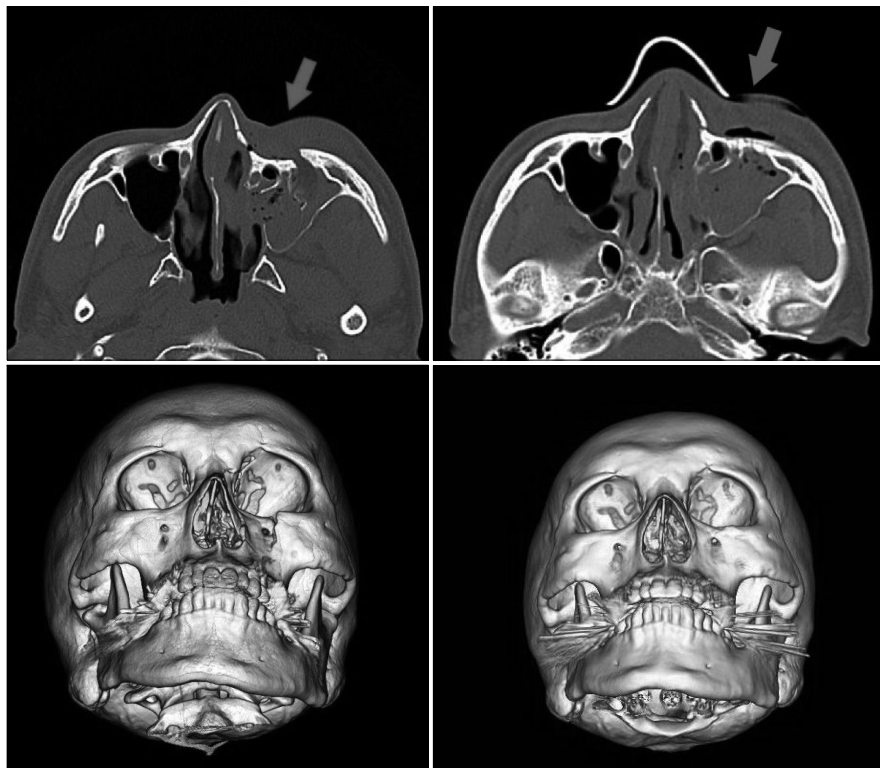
Case 1. (Above, left and Below, left) Preoperative and (Above, right and Below, right) postoperative facial bone CT shows well-reduced frontal process of maxilla fracture segment and fixated with titanium plates and screws (arrow).
